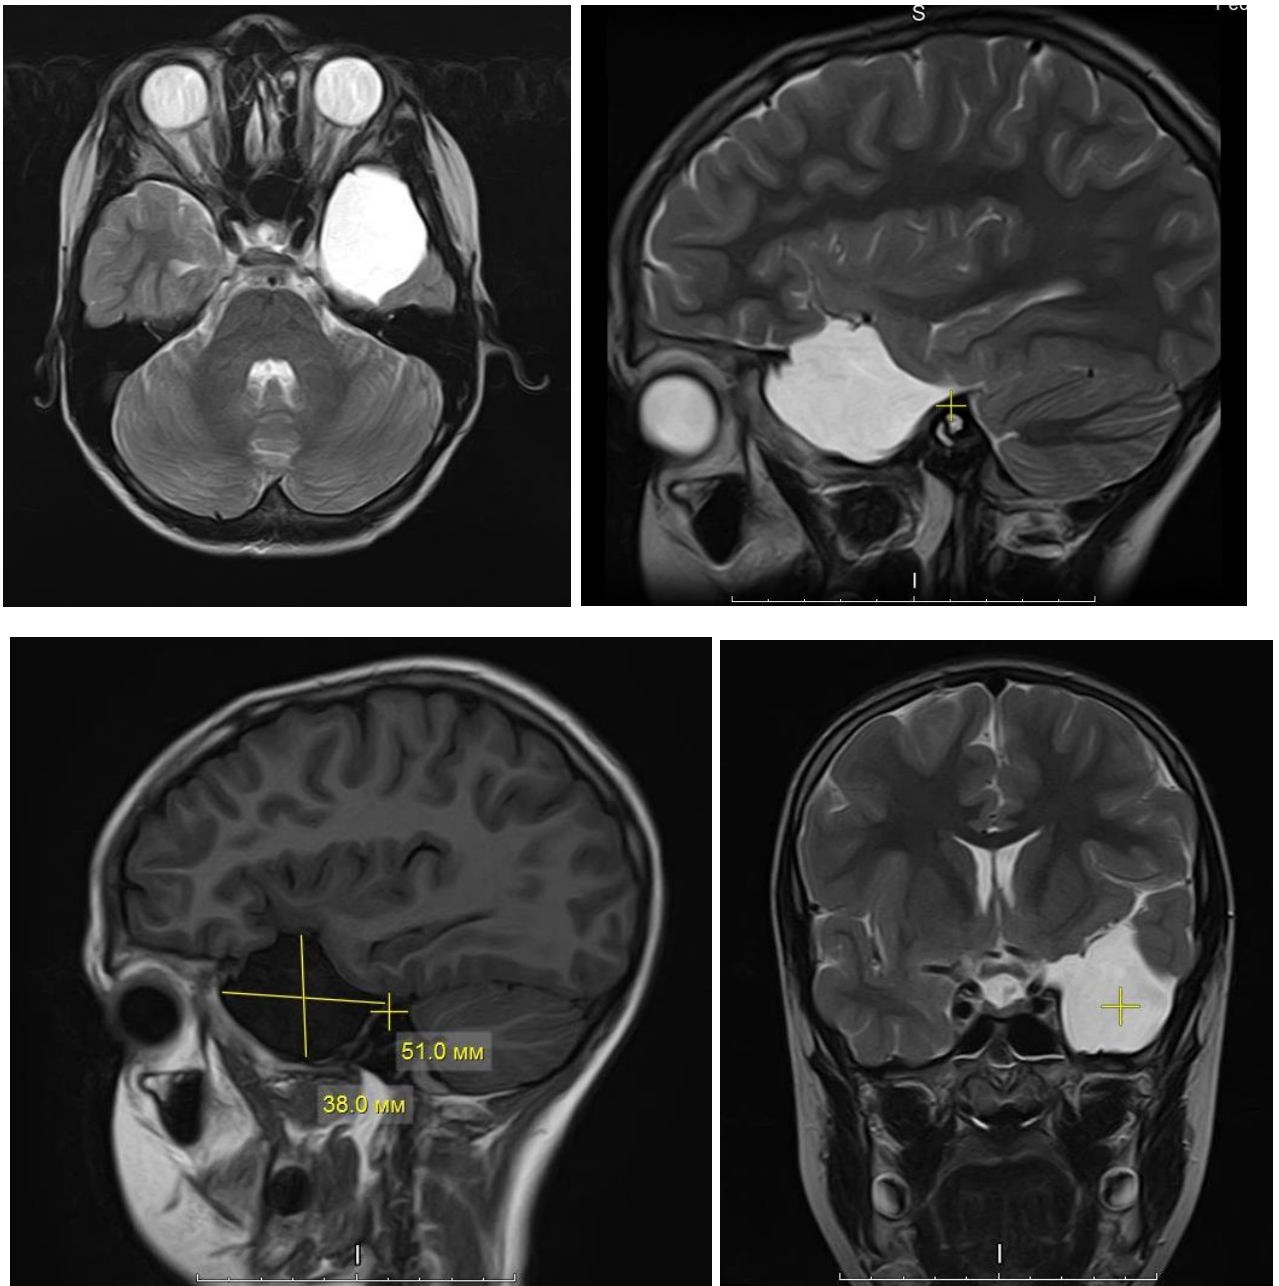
МРТ головного мозга пациента со структурными нарушениями ЦНС
